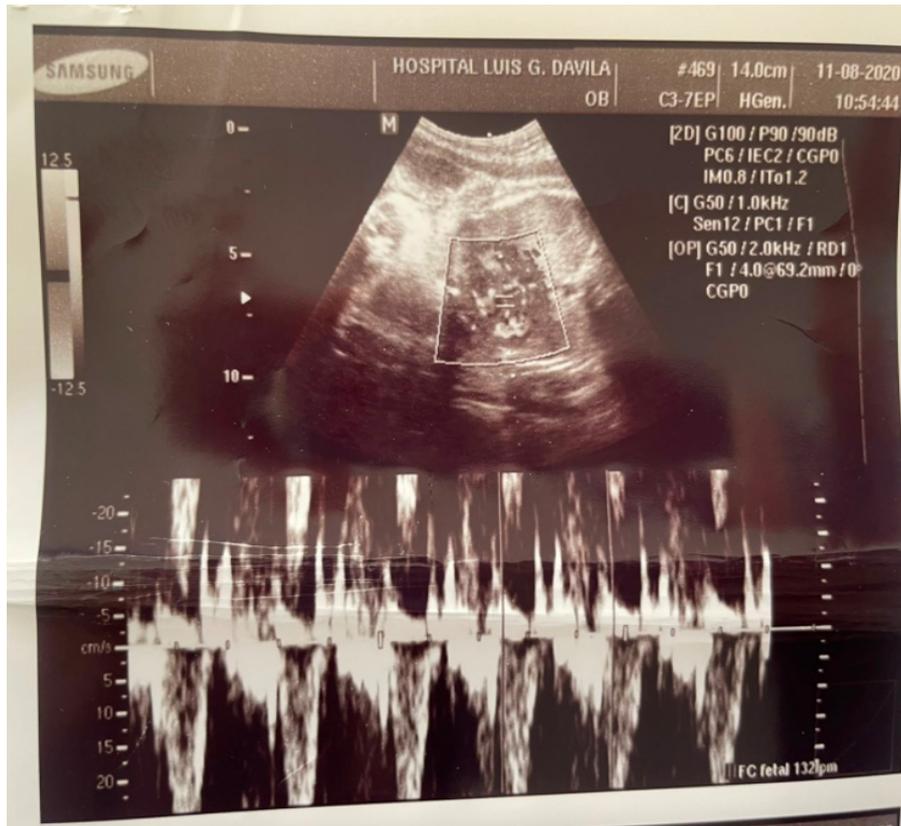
Resultados de la ecografía donde se aprecia agenesia del cuerpo calloso
